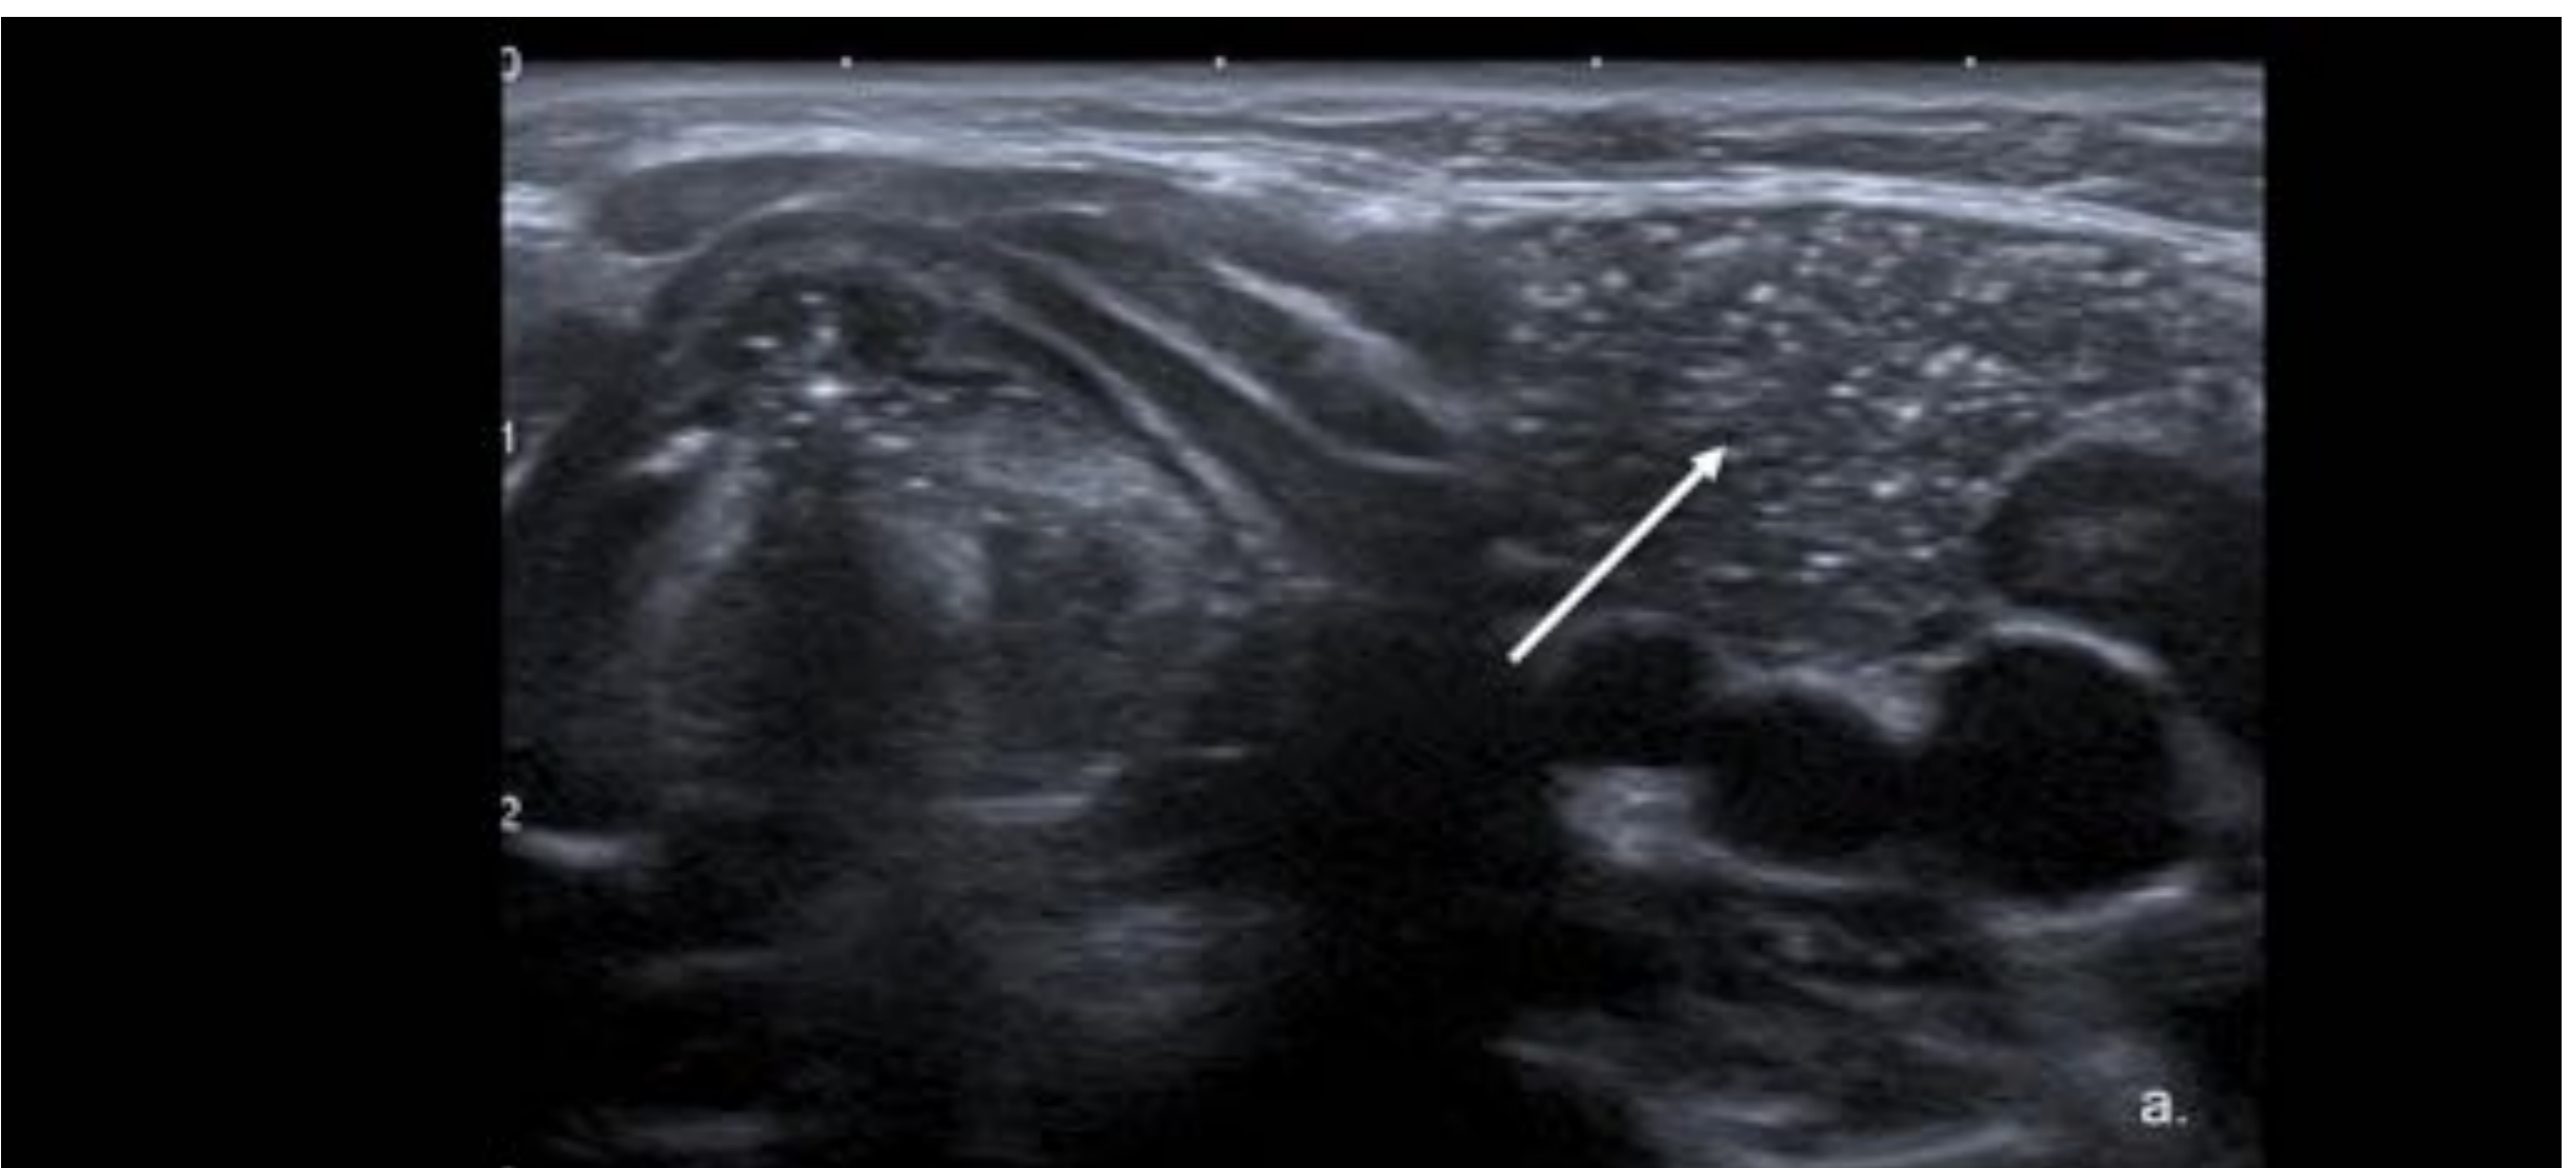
Timo cervical. Ecografía de cuello (a.) masa hipoecoica de tejido blando (flecha) en el lecho de tiroidectomía izquierda con una apariencia en cielo estrellado típica de la glándula timo. Referencia: Hospital Universitario Severo Ochoa. Leganés - España.
